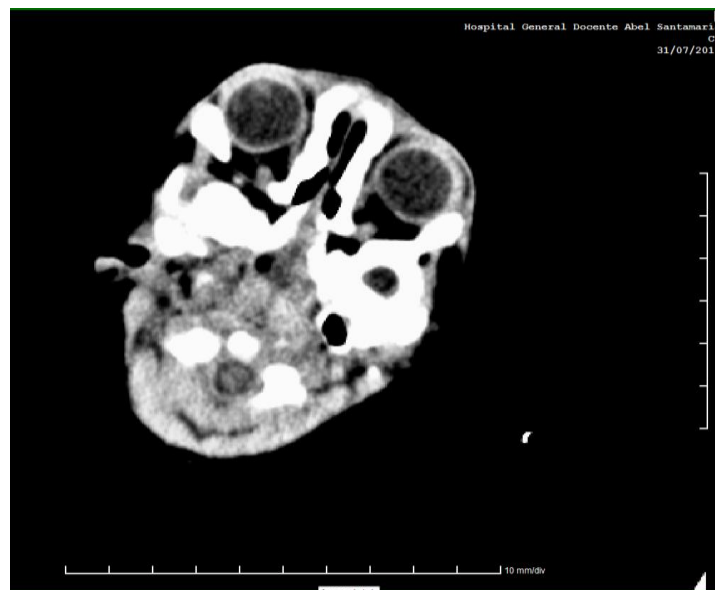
TAC de cráneo. Malformación auricular con microtia bilateral severa, grado IV en el derecho y casi anotia en el izquierdo.
